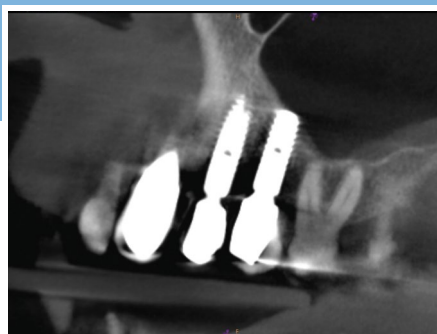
Situazione iniziale: immagine TAC Cone Beam (CBCT) sezione piano sagittale dove si può notare la notevole perdita ossea negli spazi interimplantari.
